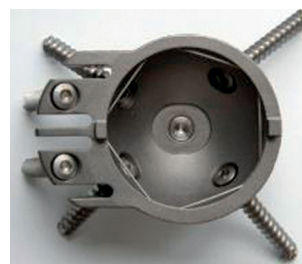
Revizní TC jamka na modelu.
